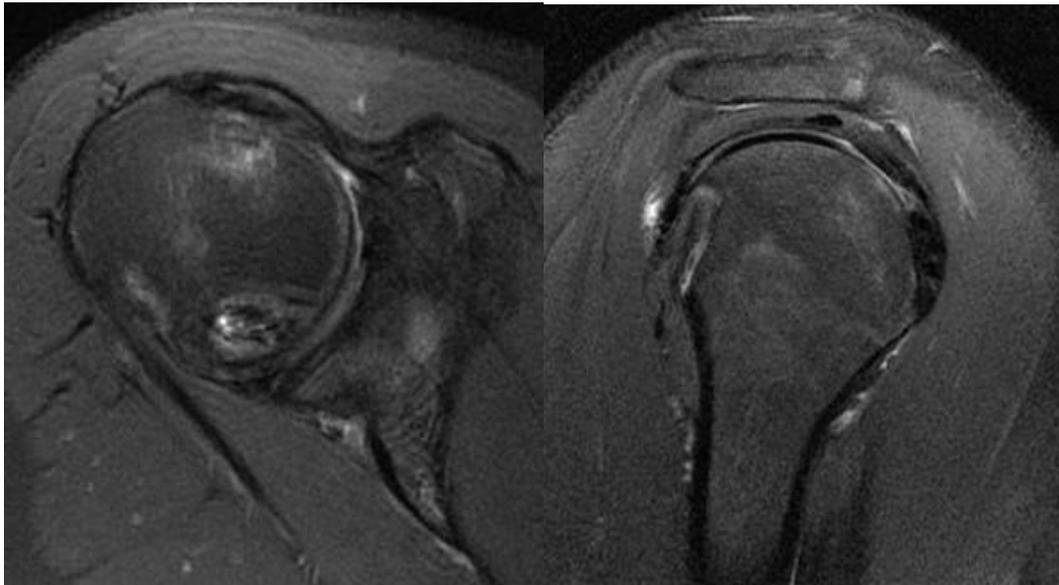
Résultat IRM du comblement de l'encoche
